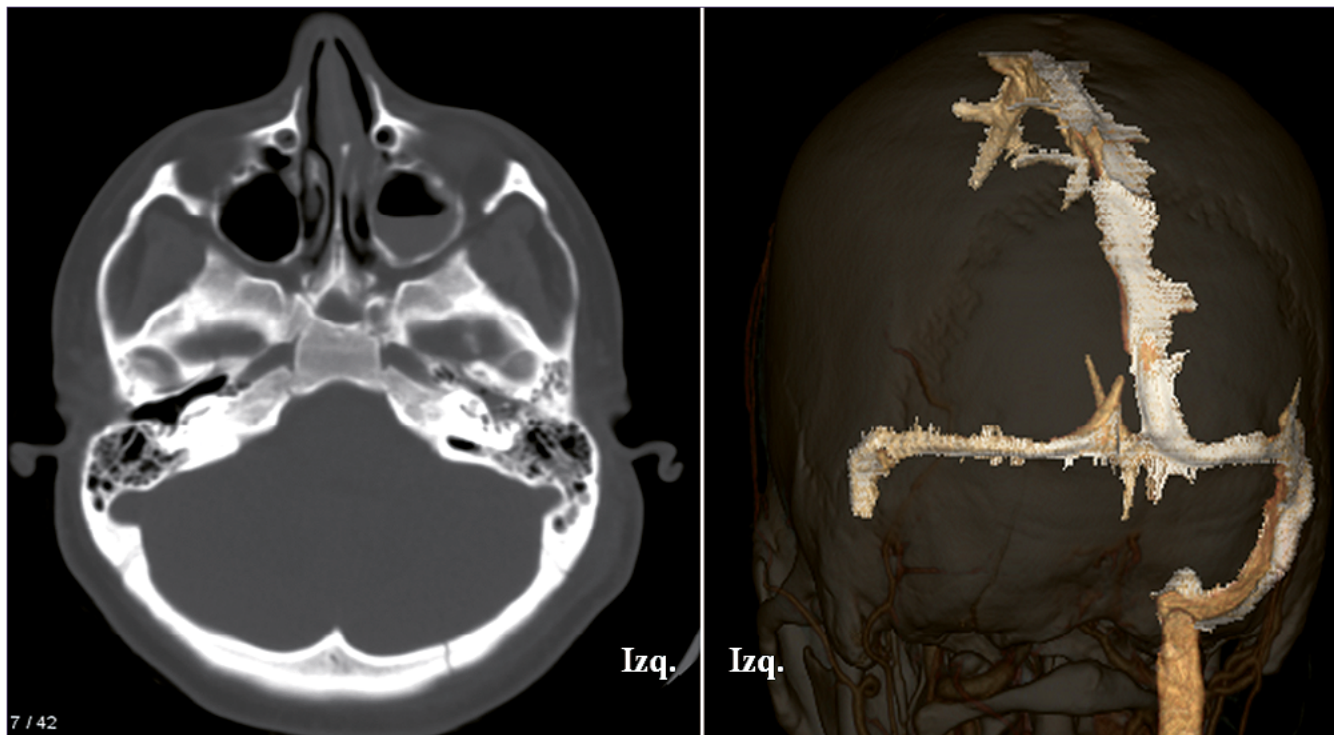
Tomografía computada de un paciente de la serie con trombosis de seno venoso sigmoideo izquierdo con extensión a vena yugular interna homolateral, asociado a fractura de hueso occipital. Izquierda: ventana ósea. Derecha: reconstrucción tridimensional de senos venosos.
